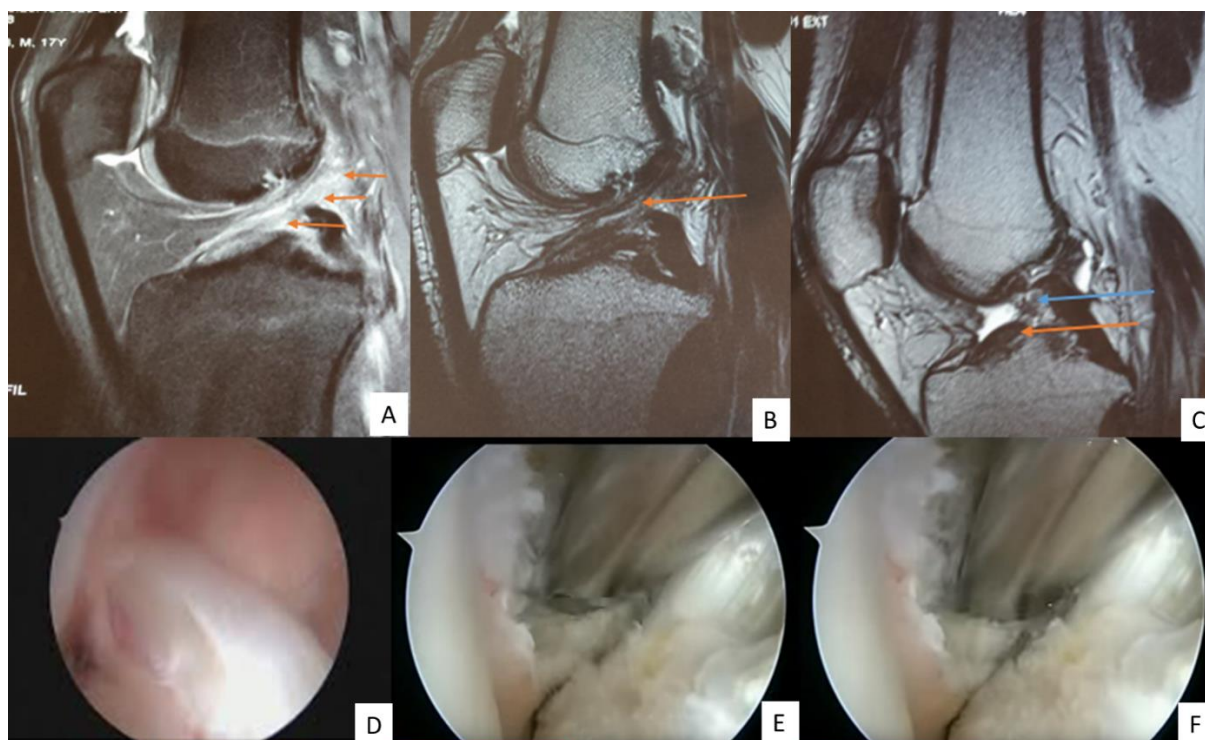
Rupture complète et partielle du LCA sur IRM 1.5T. Coupes sagittale DP FS sur IRM 1.5T, rupture partielle du LCA, avec une interruption partielle des deux faisceaux, un hyper signal œdémateux diffus du LCA (flèches orange) (A). Coupes sagittale T2 selon le plan du LCA sur IRM 1.5T, rupture partielle du LCA avec une interruption partielle des deux faisceaux (flèche orange) (B). Coupe sagittale T2 centrée sur l'échancrure dans le plan du LCA sur IRM 1.5 T, rupture complète du LCA, avec une discontinuité complète (flèche bleue) et un aspect couché du fragment distal du LCA (flèche orange) (C). Arthroscopie: LCA normal (D), rupture complète du LCA (E), rupture partielle du LCA (F).
